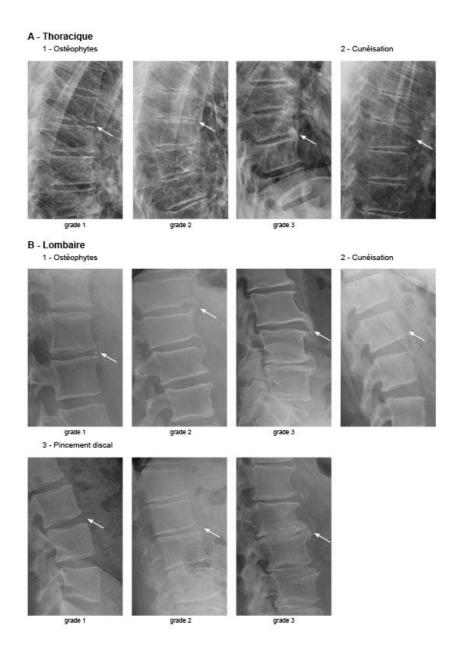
Déformations vertébrales, exemples radiographiques tirés des dossiers de patients de la cohorte
